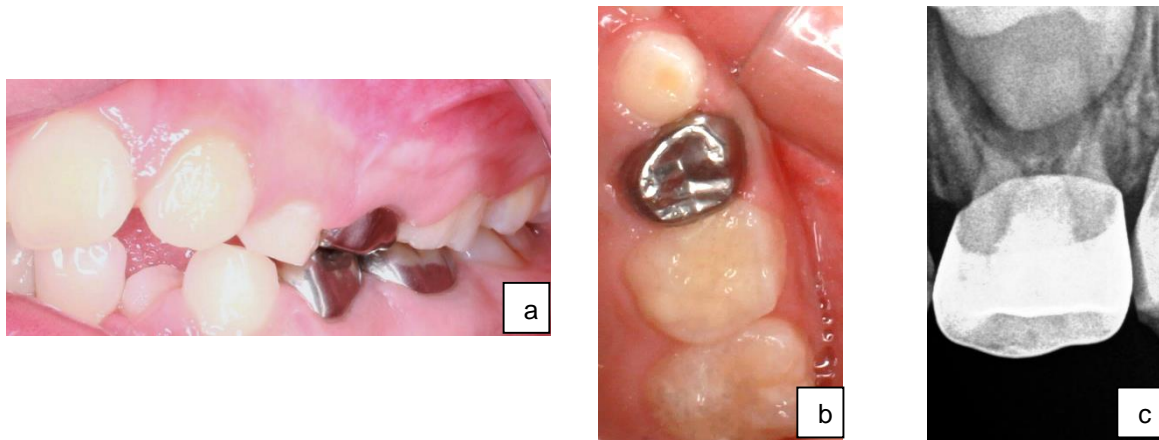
Seguimiento clínico y radiográfico a 6 meses de evolución. a) fotografía intraoral lateral b) fotografía intraoral oclusal c) radiografía periapical.
